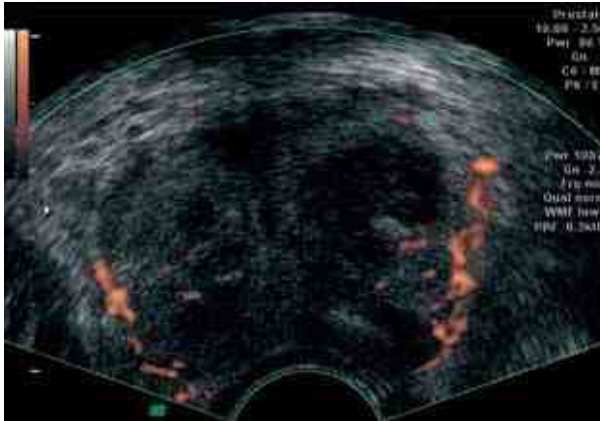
ТРУЗИ при остром гнойно-деструктивном простатите с тотальным поражением предстательной железы. Сосудистый рисунок фиксируется лишь в огибающих простату сосудах. Энергетическая доплерограмма
